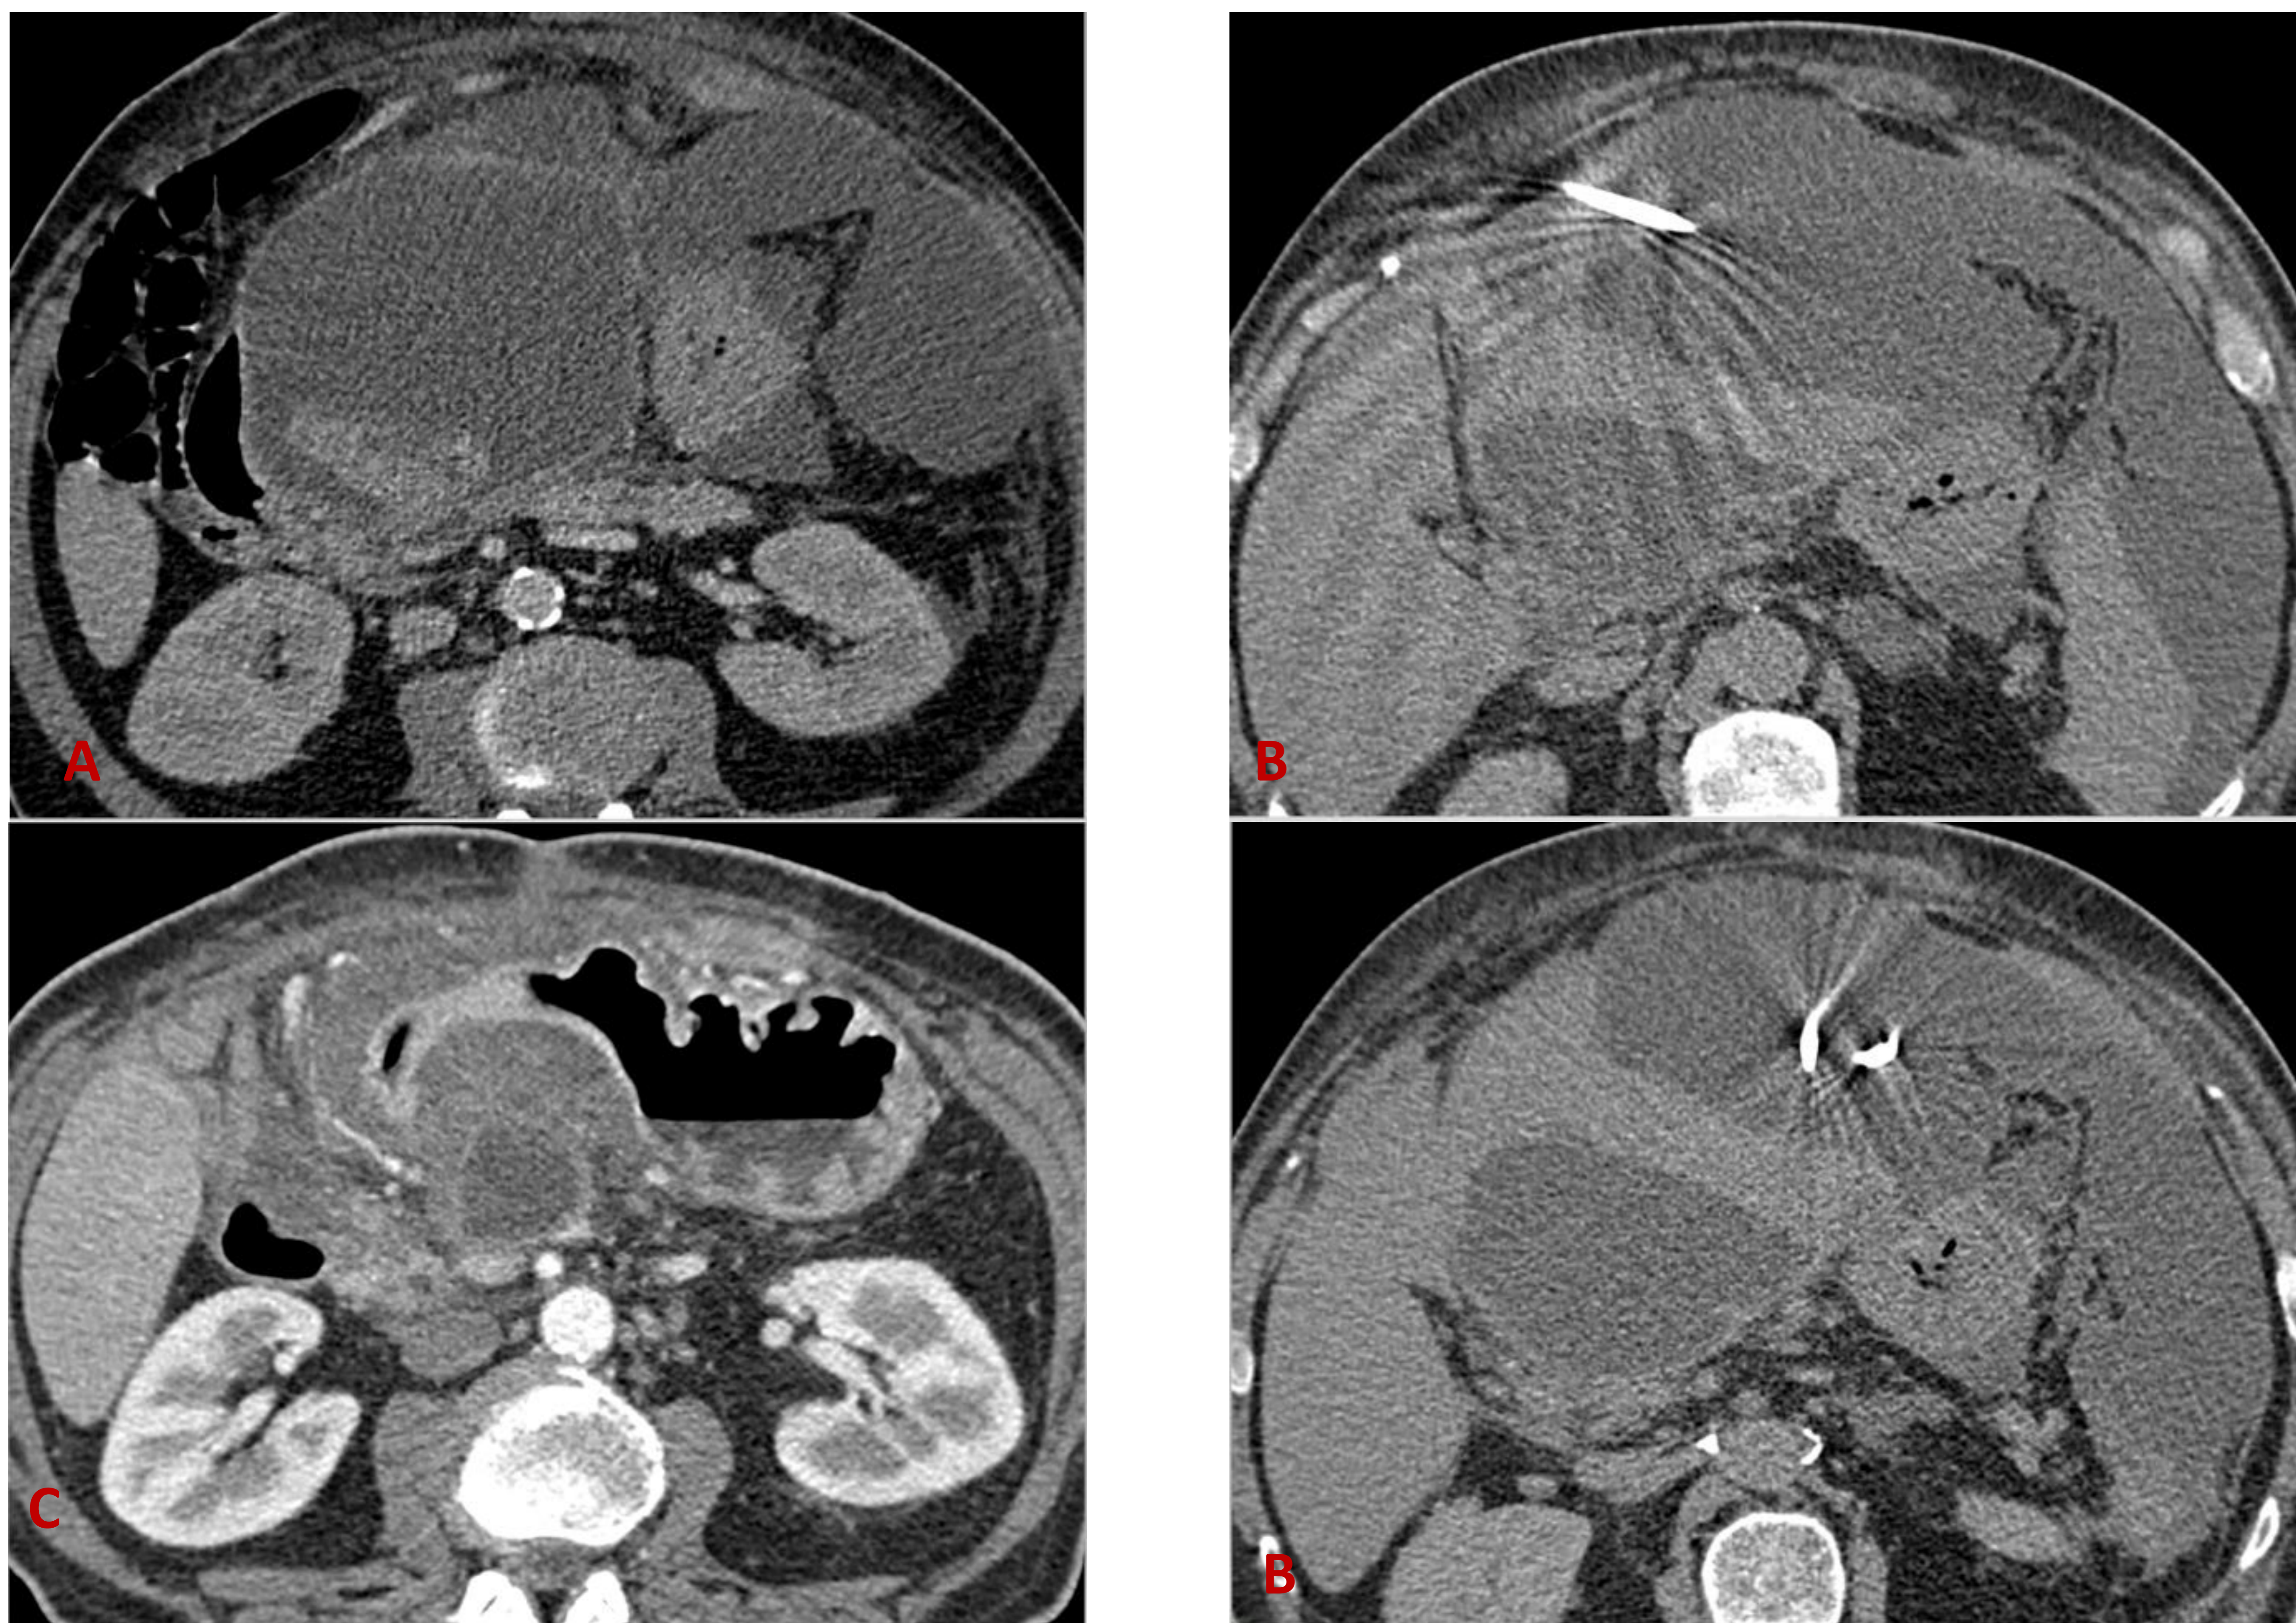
Evolutivo de paciente con PA necrotizante. A) Gran colección multicompartimental. B) Colocación de pigtail TC-guiado con abordaje anterior. C) Control a los 6 meses, donde se observa resolución de la colección en espacio perihepático anterior izquierdo y periesplénico-flanco izquierdo, persistiendo, de menor tamaño, colección en saco menor.
